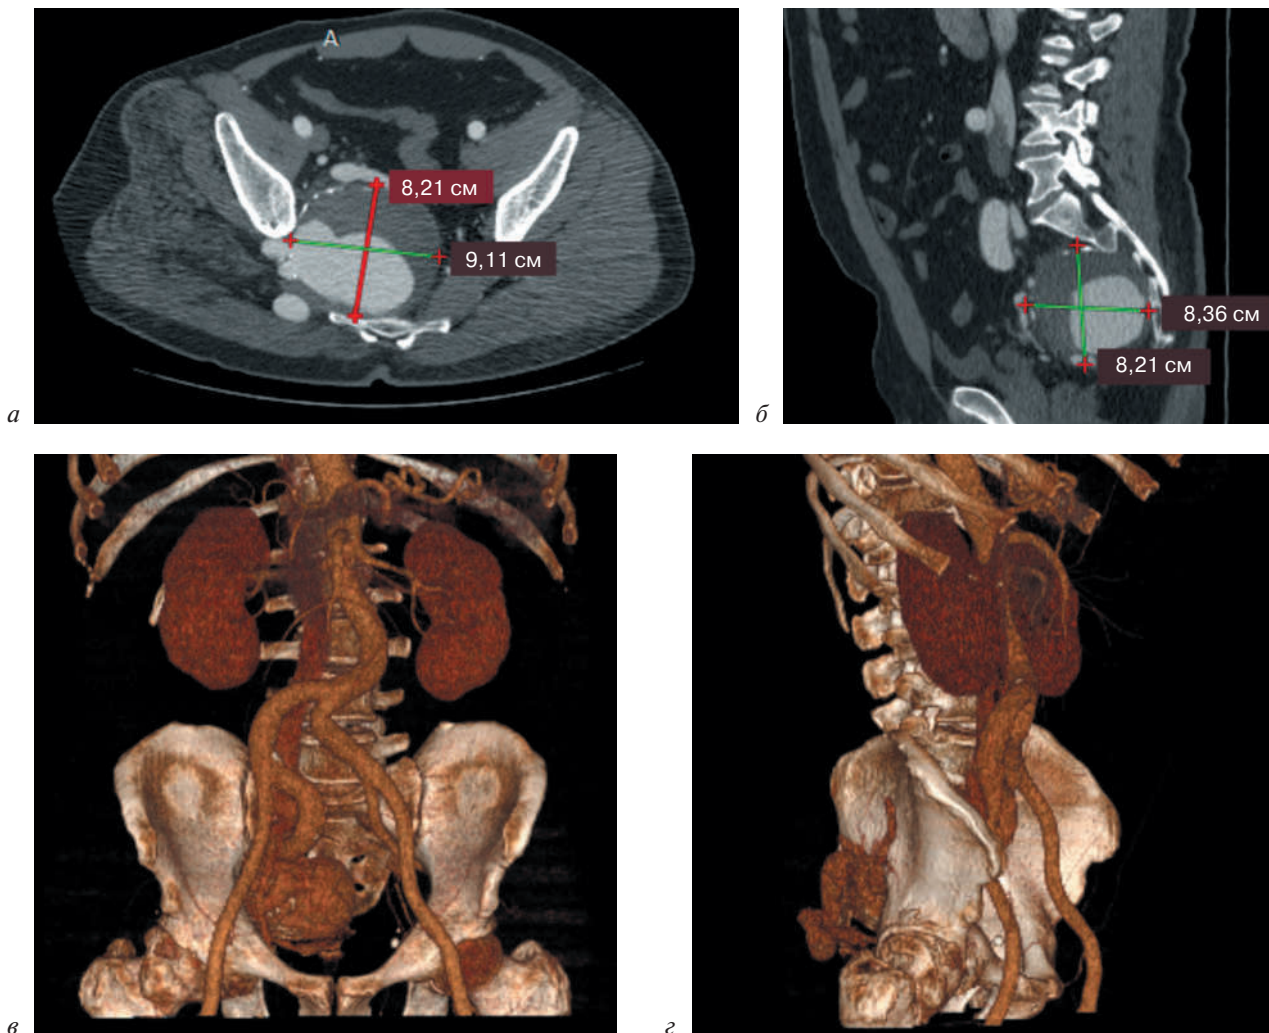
МСКТ-аортография:
